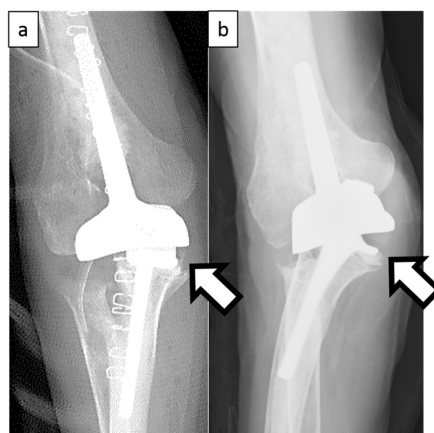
従来の尺骨 TC を用いた症例 54歳，女性，左肘，関節リウマチ
